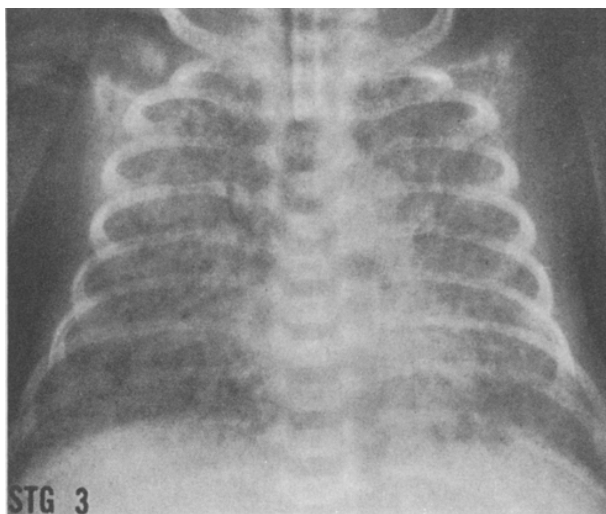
Radiografia de tórax de RN com aproximadamente 15 dias de vida em ventilação mecânica com displasia broncopulmonar. Observam-se áreas de broncograma aéreo e densidade irregular bilateral. Fonte: Northway *et al.*¹³
